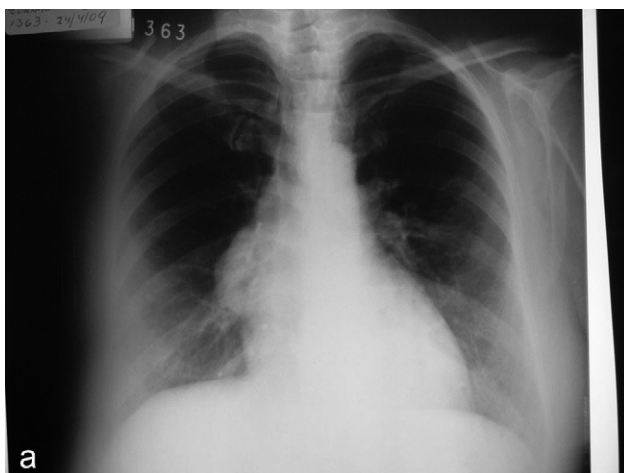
a. Rx de tórax postero-anterior: evidencia de masa paramediastinica derecha b. TAC de tórax.
